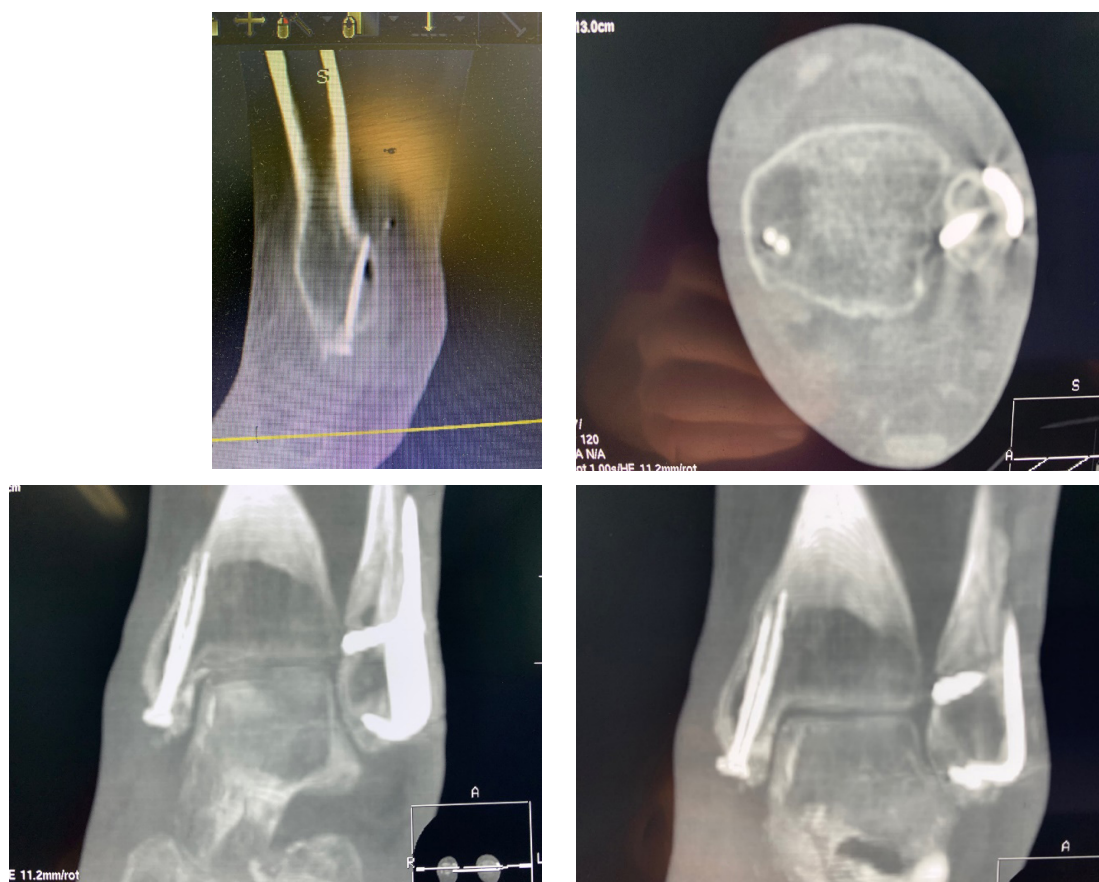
Комп'ютерна томограма пацієнтки Н., 53 роки через 5 тижнів після операції.
